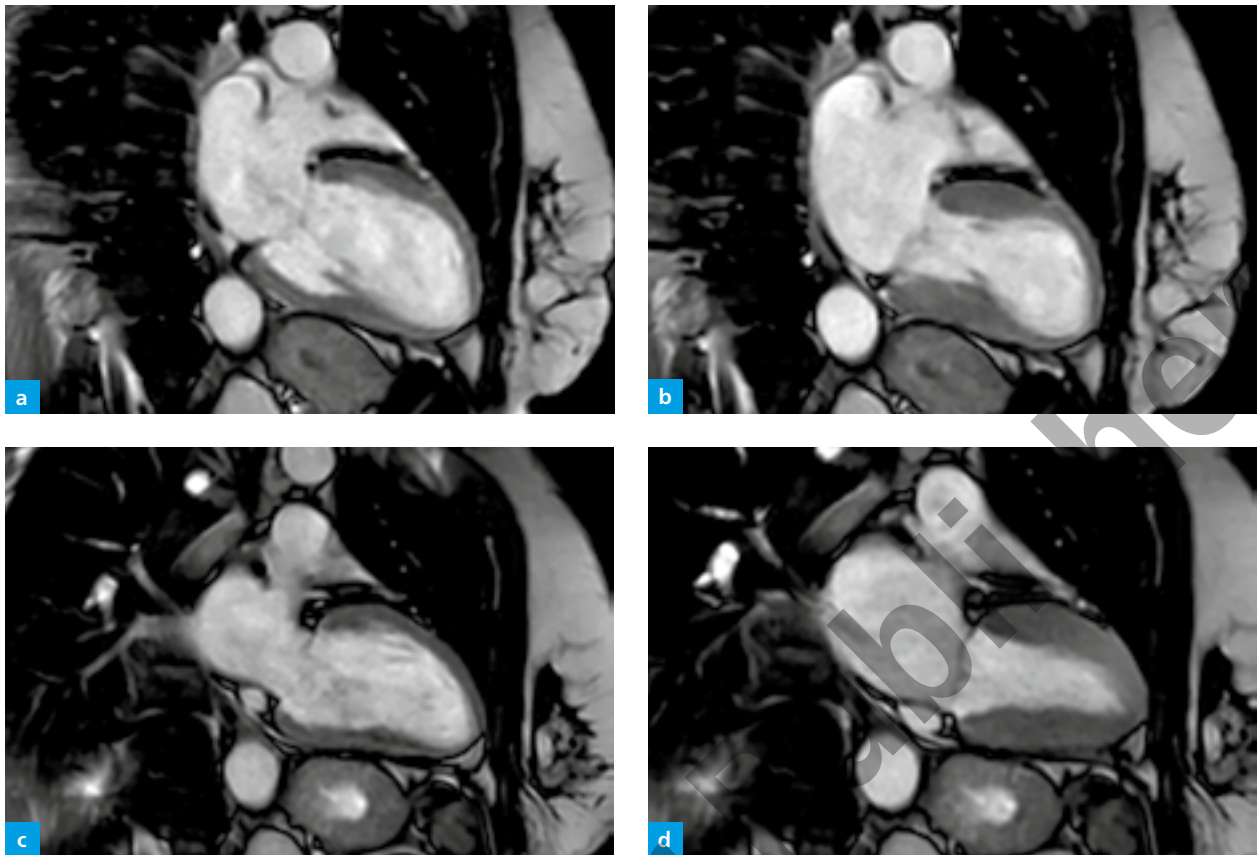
(a–d) Verlauf eines Tako-Tsubo-Syndroms. Cine-MRT 2CH in (a, c) Diastole und (b, d) Systole. (a, b) Balloonierung apikal im Akutstadium. (c, d) Normale Kontraktion nach sechs Wochen.
